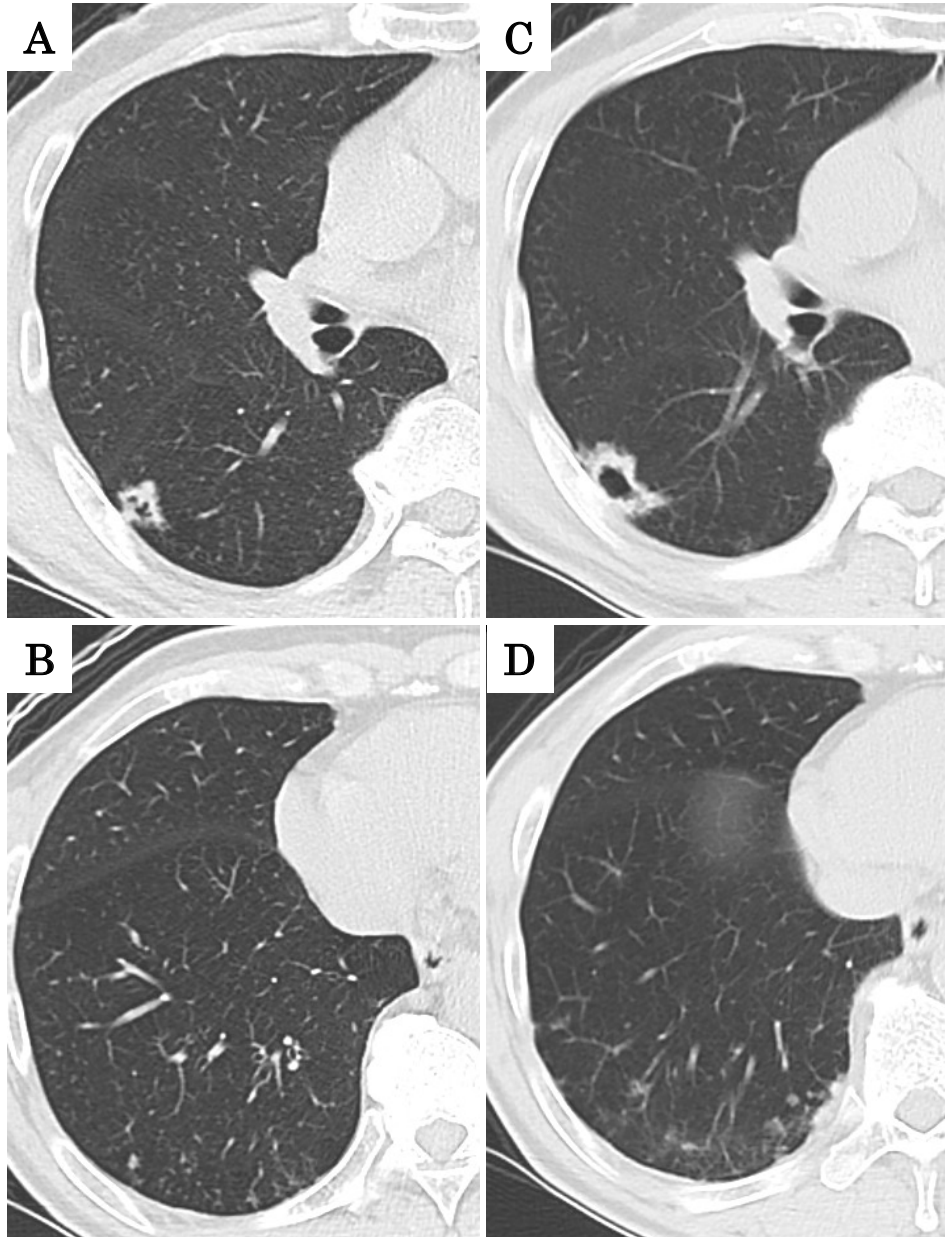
A chest CT scan on admission revealed a cavitory nodular shadow in the right lower lobe S₆ (A) and surrounding scattered shadows (B). About a year later, chest CT showed temporal exacerbation of the cavitory nodule (C) and the surrounding scattered shadows (D).
